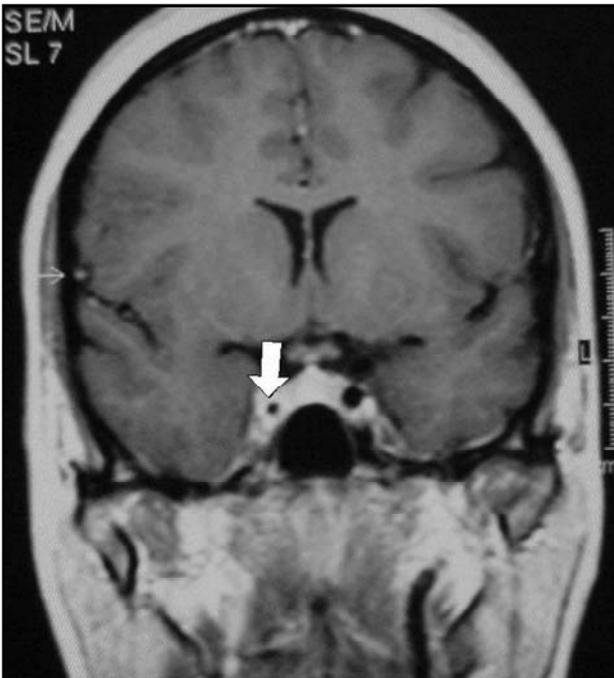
Alteração de sinal do seio cavernoso (RM): seqüência T1 coronal com gadolínio mostrando alteração de sinal no seio cavernoso direito (seta).
